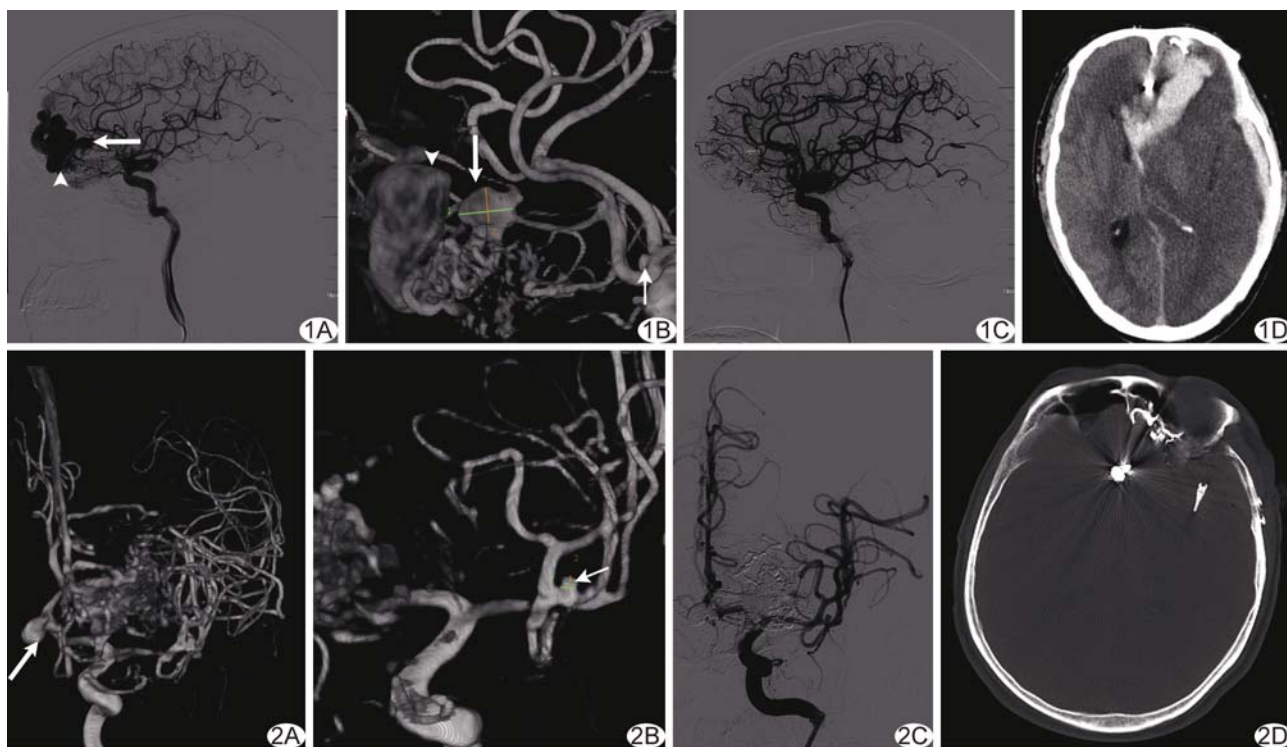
患者男, 52 岁, 侧位造影(A)及三维旋转造影(B)示并发左侧大脑前动脉胼缘支动脉瘤(粗箭)、前交通动脉瘤(箭)、静脉瘤(箭头); 介入治疗以弹簧圈栓塞胼缘支动脉瘤, 以 Onyx 栓塞剂栓塞 BAVM 血管巢, 造影示 BAVM 血管巢及静脉瘤未显影(C), 因前交通动脉瘤为宽颈动脉瘤, 支架放置不易覆盖瘤颈且动脉瘤形态规则, 未进一步栓塞; 术后第 3 天患者突发颅内出血, CT 示(D)左侧额叶大片血肿及少量 Onyx 栓塞剂, 中线结构严重移位, 患者于术后第 6 天死亡 图 2 患者男, 49 岁, 三维旋转造影(A、B)示左侧大脑前动脉分支供血 BAVM、前交通多发动脉瘤(粗箭)、左侧大脑中动脉侧裂分叉部宽颈动脉瘤(箭), 介入治疗栓塞 2 个前交通动脉瘤, 以 Onyx 栓塞剂完全闭塞 BAVM 血管巢, 左侧大脑中动脉侧裂分叉部宽颈动脉瘤未栓塞治疗(C); 术后 1 个月行左侧大脑中动脉侧裂分叉部动脉瘤夹闭术, 术毕 CT 示(D)钛夹位置良好
